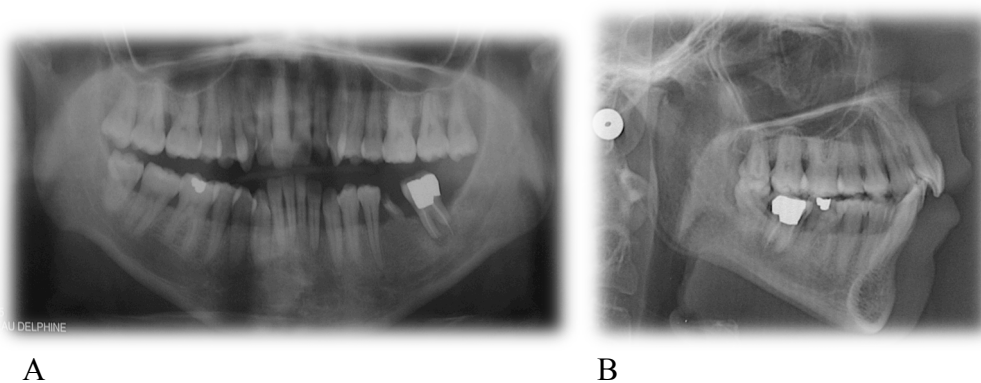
Radiographie panoramique et détail de la téléradiographie de profil d'une patiente au diagnostic positif de spondylarthrite ankylosante (65)
